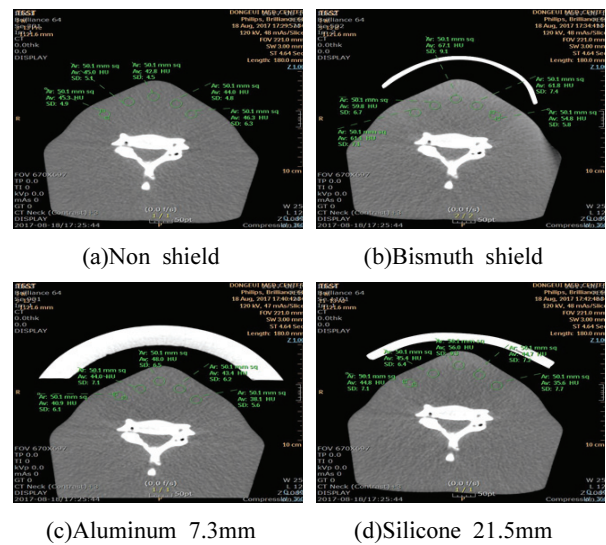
Change of CT number and noise.
